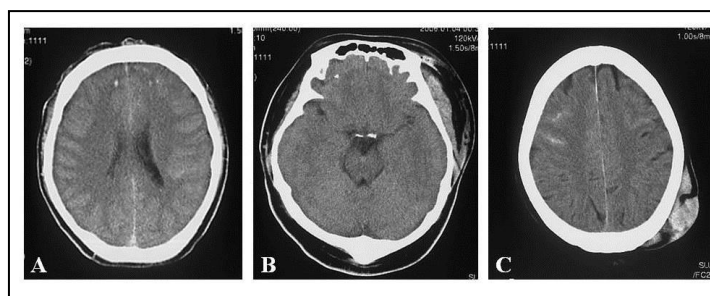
外傷性脳損傷における微細な頭部 CT 画像
